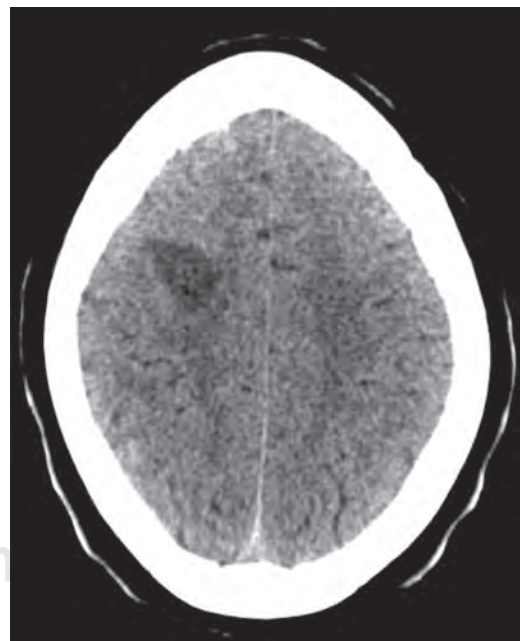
Tomografía axial computarizada cerebral sin contraste, corte axial. Se visualiza una lesión hipodensa frontoparietal derecha con participación córtico-subcortical que ejerce un discreto efecto de masa correspondiente con foco de encefalitis.
